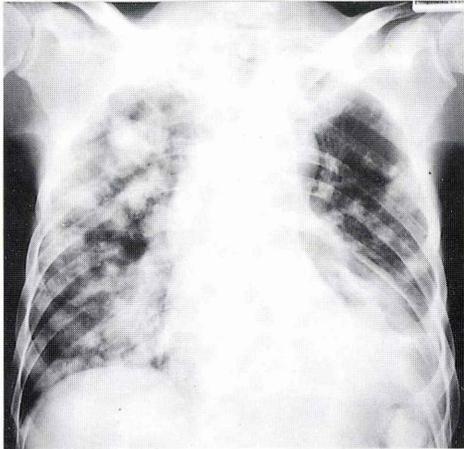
1982年5月22日の胸部X線像で、両肺特に右肺の血行性転移が増加している。
